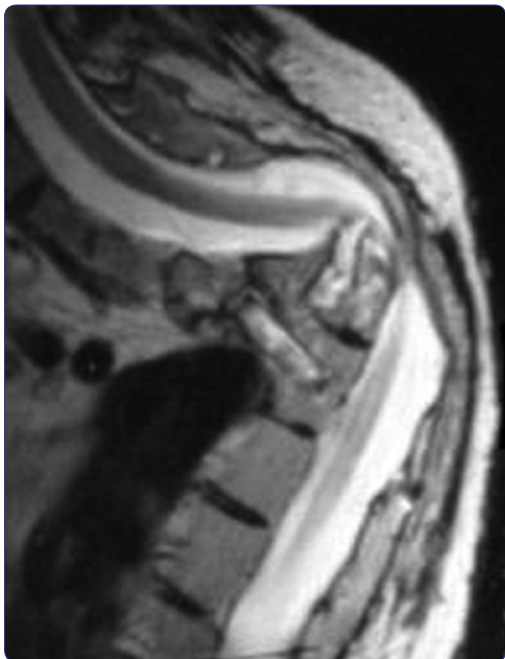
Resonancia preoperatoria que muestra el pequeño injerto óseo anterior aplicado previamente.
